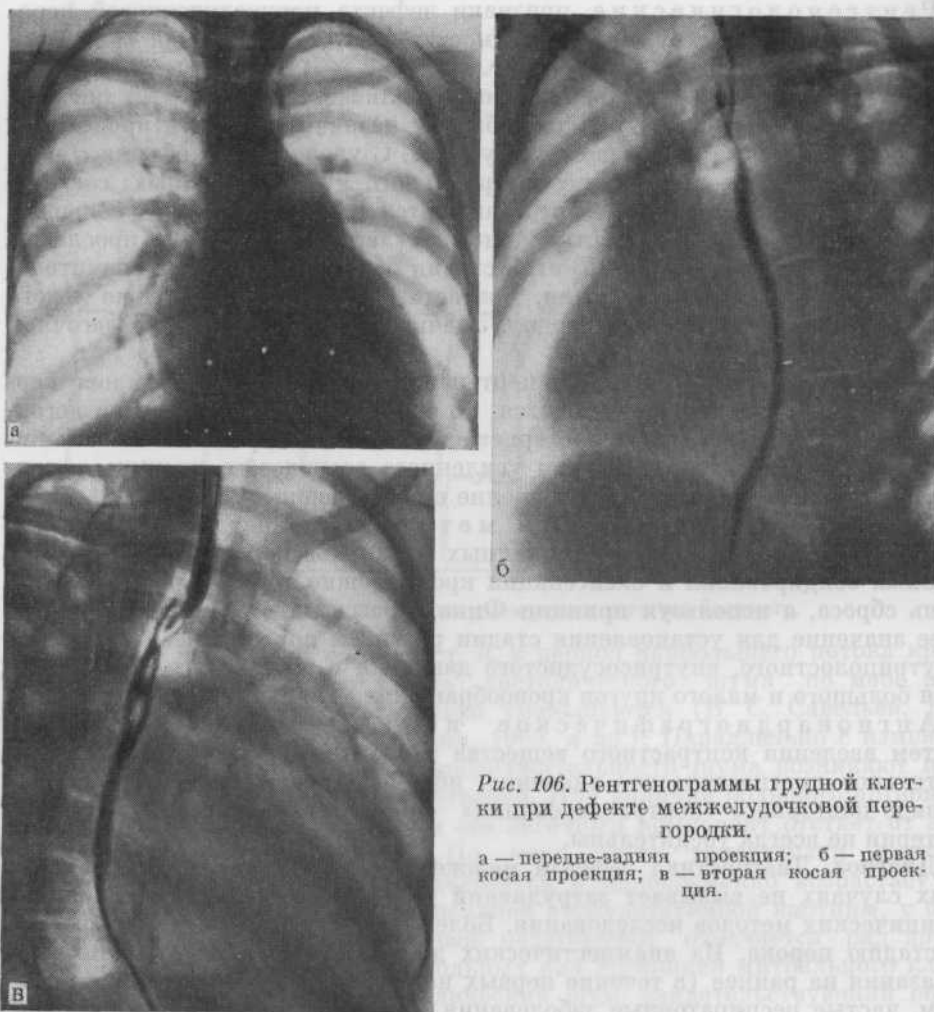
Рентгенограммы грудной клетки при дефекте межжелудочковой перегородки.
